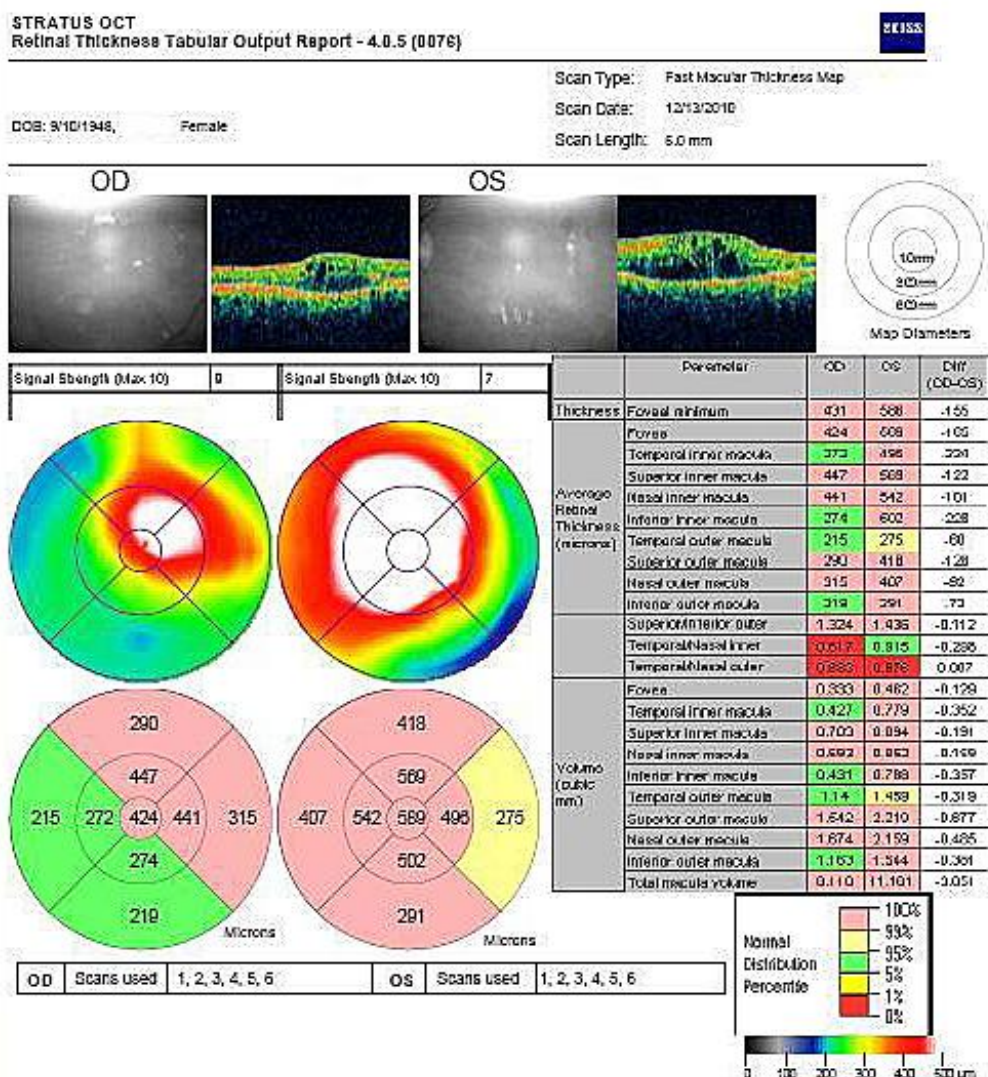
Análise da espessura retiniana do paciente em ambos os olhos mediante o exame de tomografia de coerência óptica (26).
